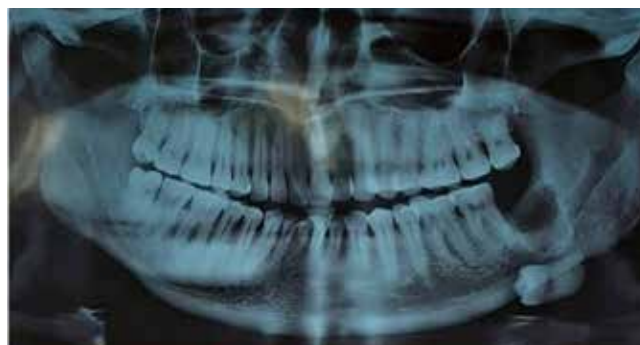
Ortopantomografía preoperatoria, la cual muestra el molar desplazado en la zona submandibular izquierda.
